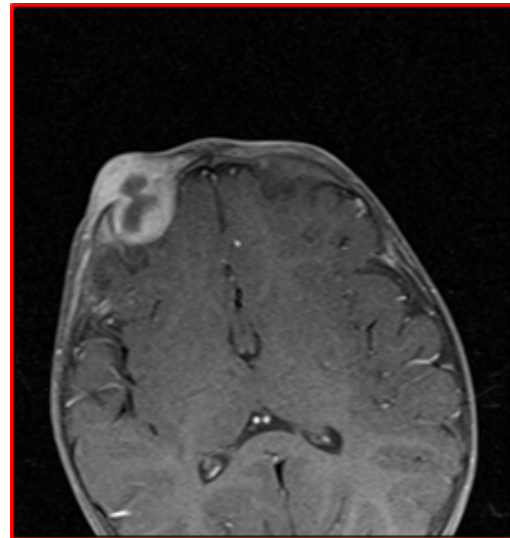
Magnetic resonance with contrast T2 sequence, an abscess lesion of soft tissue formation with cystic nature in the center with contrast enhancement in the periphery.
